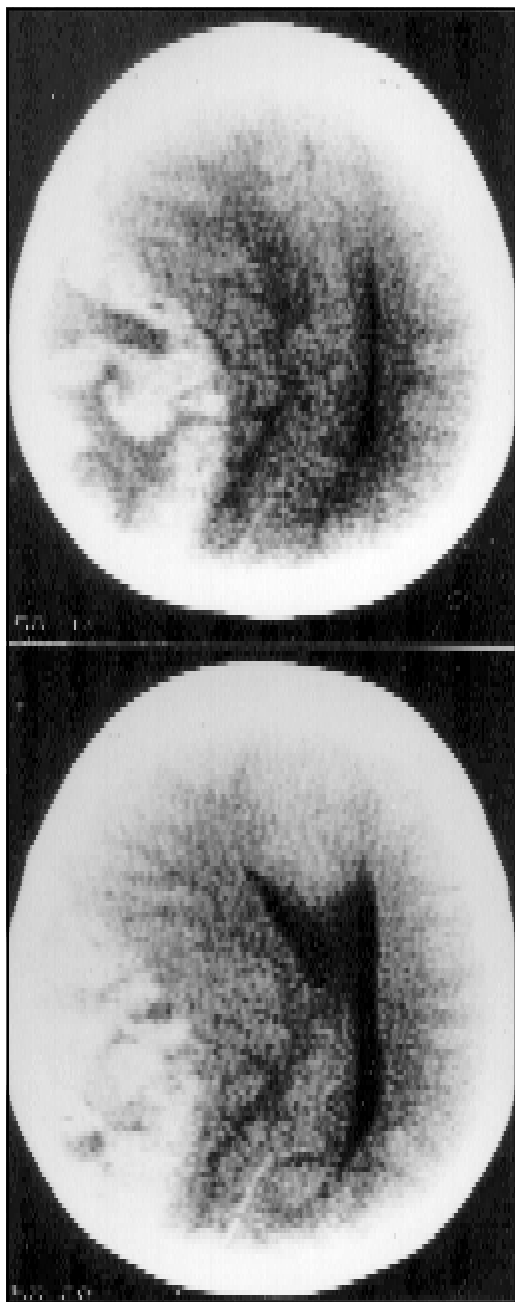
CT de crânio sem contraste mostrando hematoma epidural parieto-occipital à direita.
